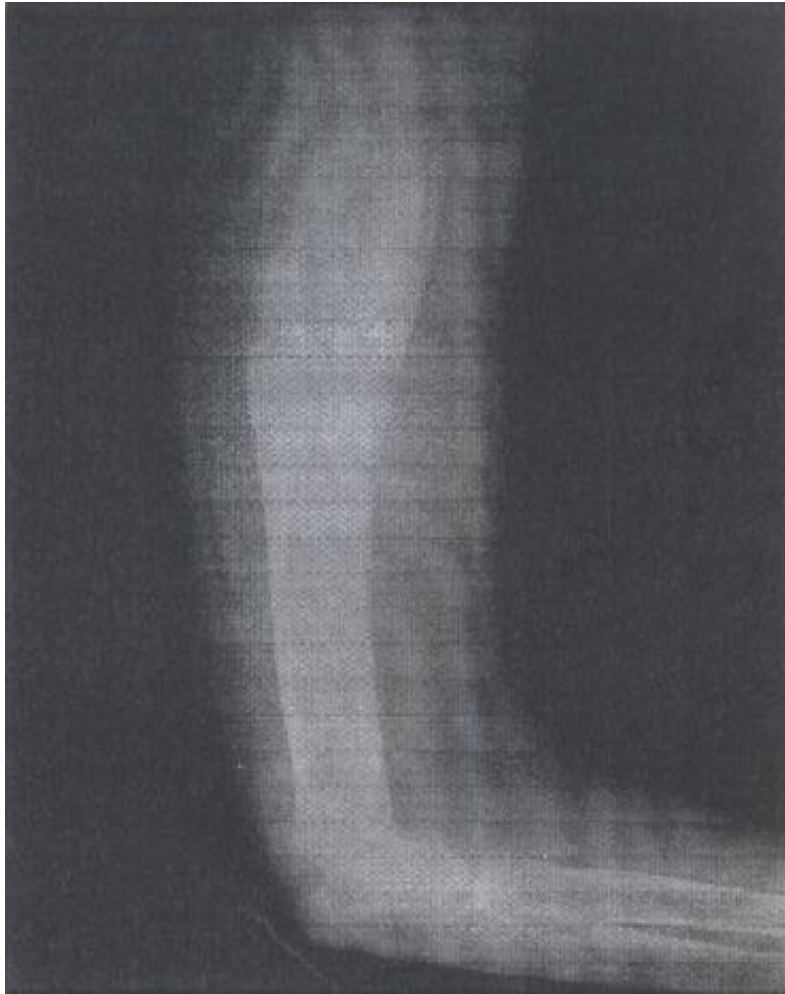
La radiographie standard du bras montre un remaniement osseux avec ostéolyse et un aspect feuilleté de la corticale.*
